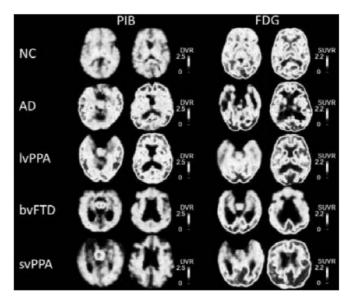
Типичное связывание с амилоидным лигандом PIB и паттерны гипометаболизма 18F-ФДГ (FDG): в контрольной группе (здоровые добровольцы, NC); при БА (AD); при логопенической форме ППА (IvPPA); при поведенческом варианте ЛВД (bvFTD); при семантической форме ППА (svPPA) [56]
